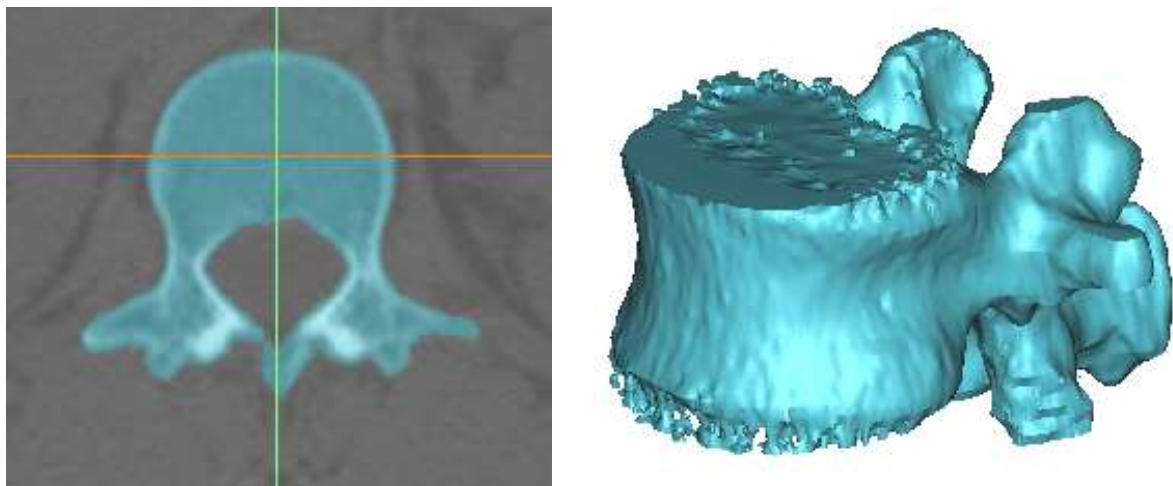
Modelo 3D da vértebra L1 gerado no Mimics. Tresholding aplicado a uma fatia da tomografia computadorizada (à esquerda) e nuvem de pontos (à direita).
